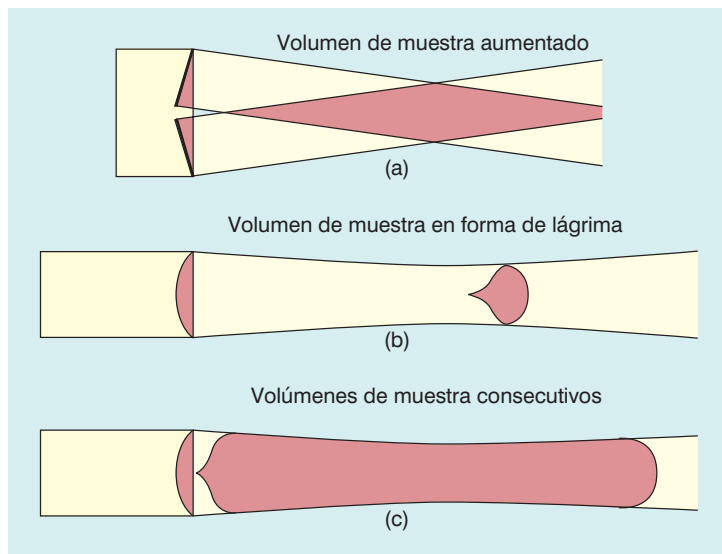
Volúmenes de muestreo en las técnicas Doppler. a) En un aparato de Doppler continuo de doble cristal. b) En un aparato de Doppler pulsado. c) Volúmenes de muestreo contiguos a lo largo de un haz en los aparatos de imagen Doppler.
